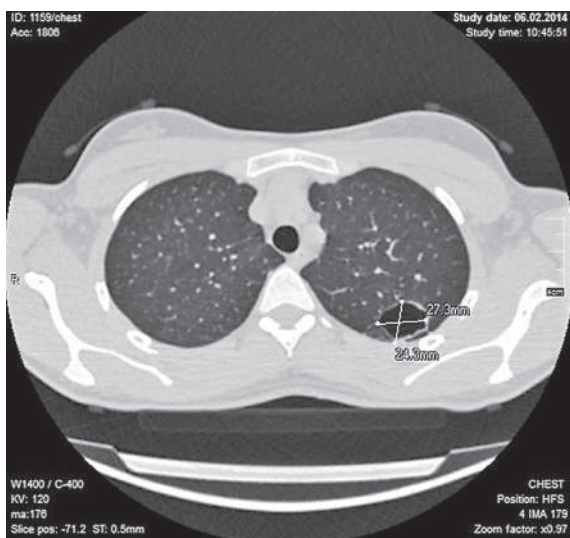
Кавернізація туберкульозу (комп'ютерна томограма).
